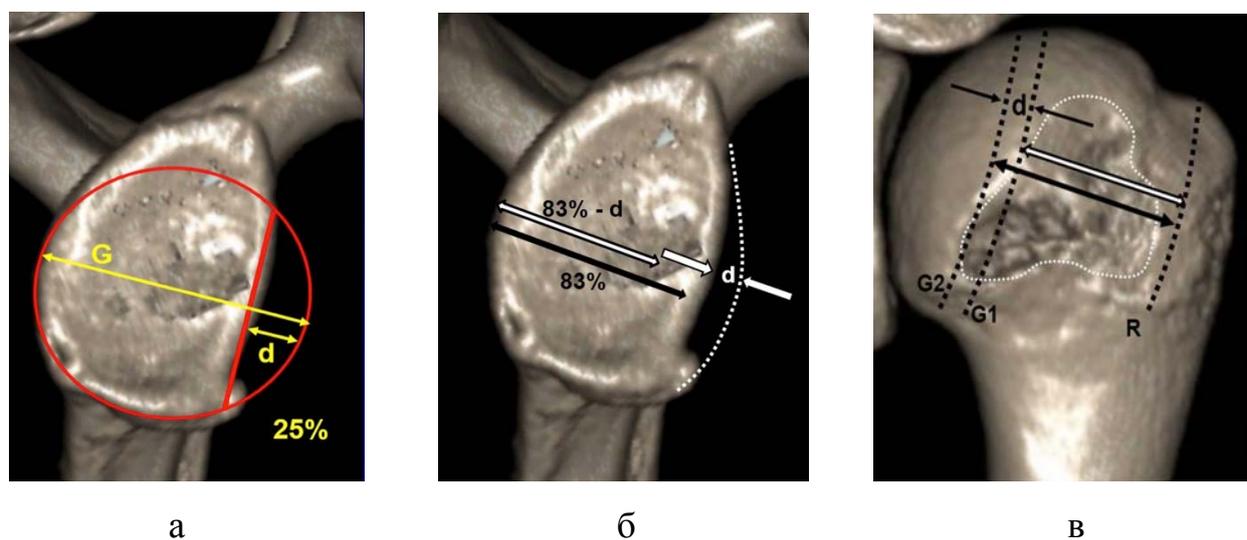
КТ с 3D-реконструкцией плечевого сустава больного В.:
